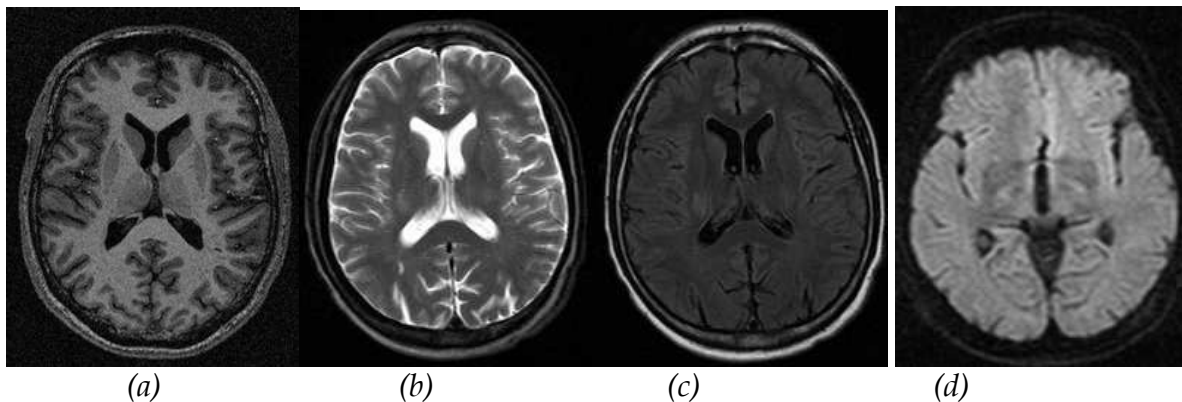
Différentes images acquises par IRM : (a) Image pondérée T1. (b) Image pondérée T2. (c) Diffusion. (d) Flair.
